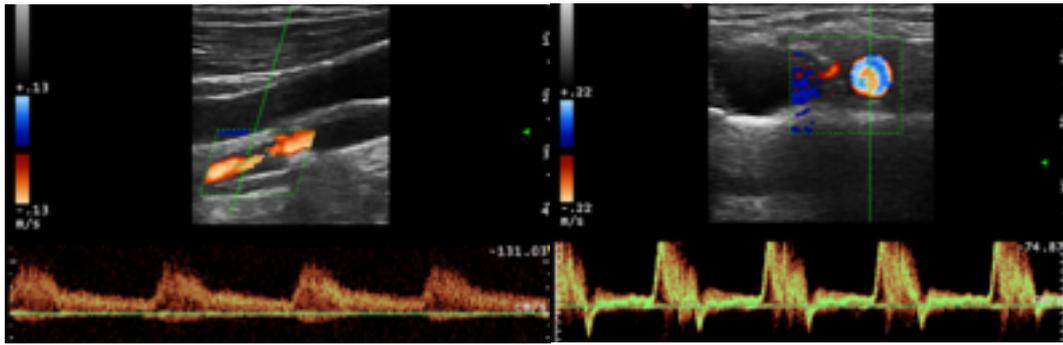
Ecodoppler carotídeo
